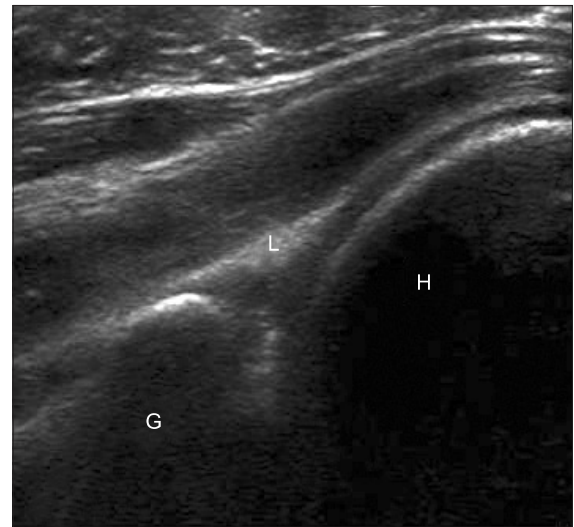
Long axis ultrasonography image of the posterior shoulder shows a triangular hyperechoic posterior labrum (L). H, humeral head; G, glenoid.
